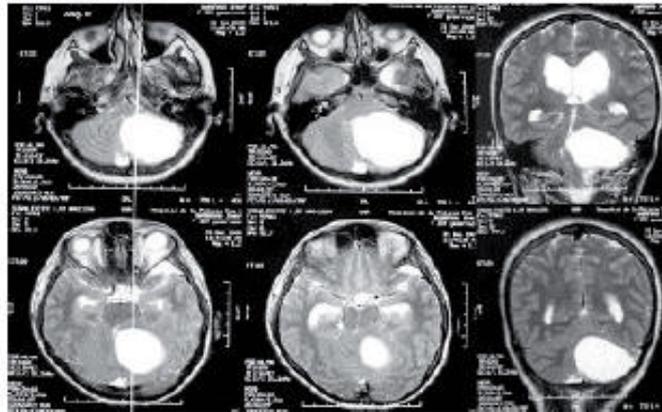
RMN. T2 axiales y coronales donde se presenta imagen tumoral quística
